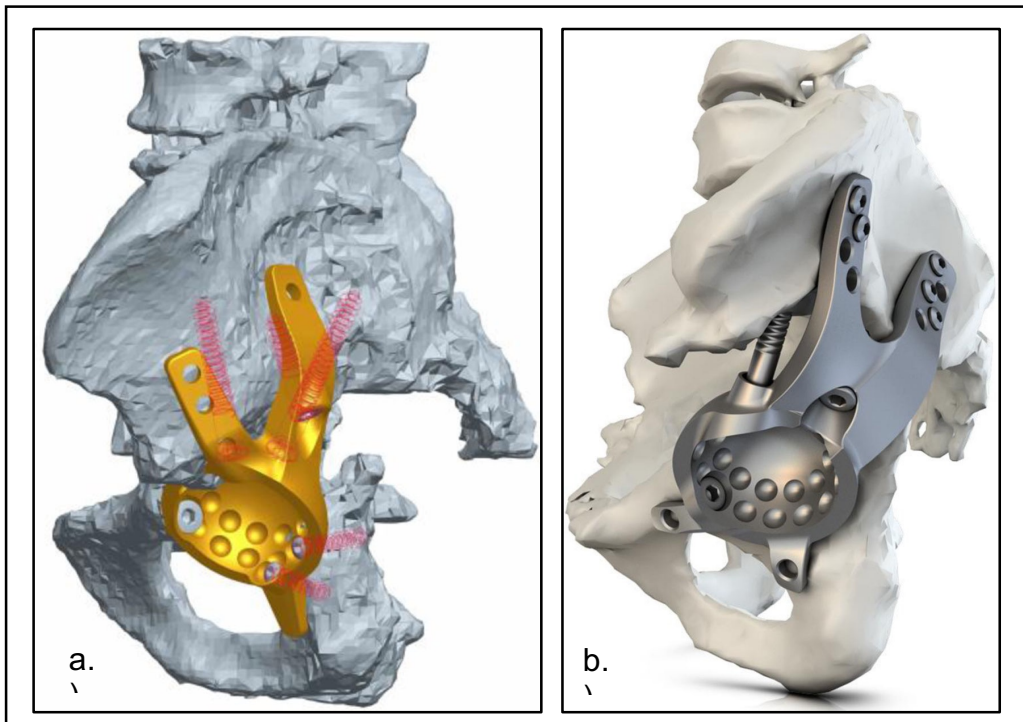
a. Computertomographie gesteuerte 3D-Rekonstruktion bei vorbestehender Beckendiskontinuität zwecks individuell angefertigtem Beckenteilersatzes (Friedrich, 2014b) b. 3D-Rekonstruktion eines Beckens mit schwerem Knochenverlust (Beckendiskontinuität) mit maßgefertigten, defizitüberbrückendem Acetabulumimplantat (Friedrich, 2014b)
